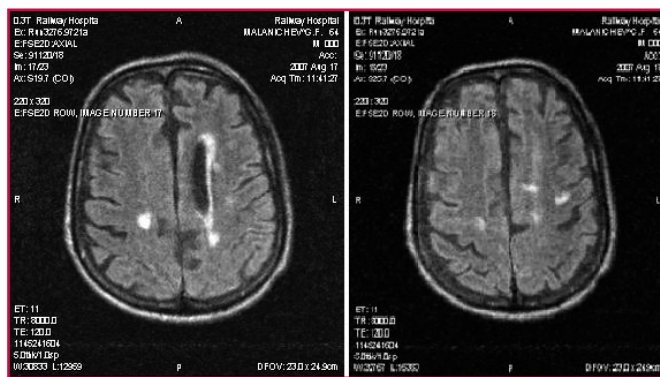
МРТ головного мозга от 17.08.2007 г.
